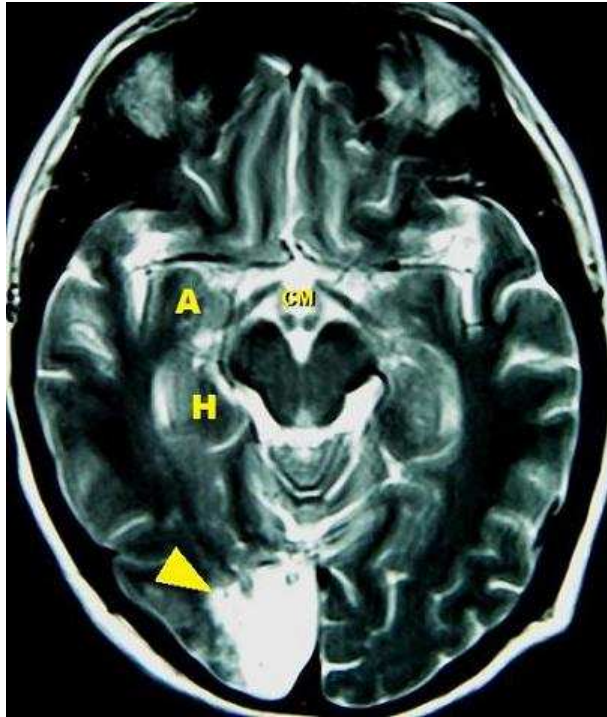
Resonancia Nuclear Magnética de la paciente N.P., donde se observa zona hiperintensa de isquemia occipital izquierda, punta de flecha; H, hipocampo; A, amígdala; CM, cuerpos mamilares.
